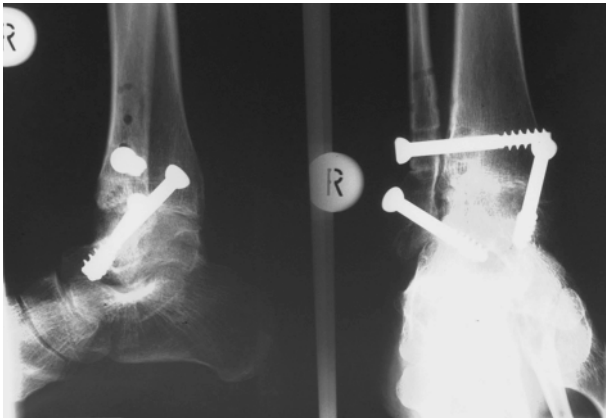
◀ Röntgenbild nach arthroskopischer OSG-Arthrodesis
